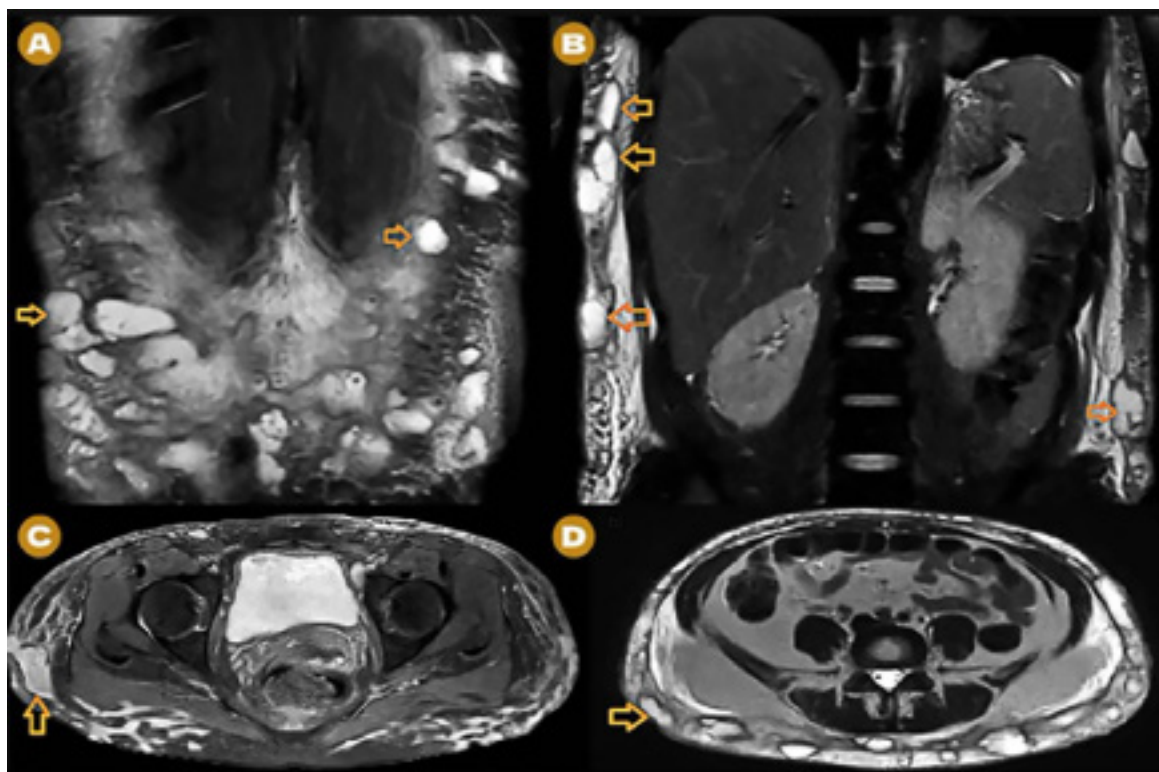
Ressonância magnética de partes moles contrastada. (A e B) Cortes coronais com múltiplas coleções e abscessos em parede abdominal e tronco evidenciadas pelo hipossinal em T2 flair; (C e D) Cortes transversais com múltiplas coleções e abscessos em dorso e coxa direita evidenciadas pelo hipossinal em T2 flair.
